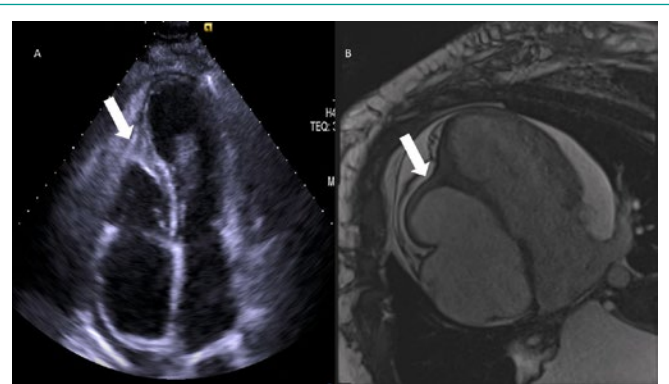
A. Imagen apical 4 cámaras de ecocardiograma donde se observa obliteración apical del ventrículo derecho (flecha). B. Imagen de resonancia magnética donde se aprecia obliteración apical del ventrículo derecho (flecha).
